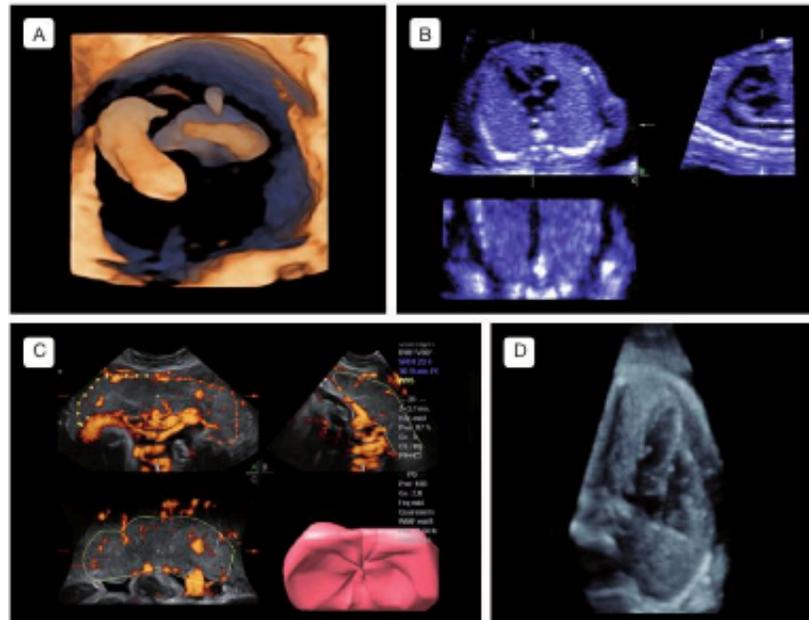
Modos de reconstrucción del ultrasonido volumétrico (3D): (A) superficie; (B) máxima intensidad; (C) multiplanar; (D) modo M obtenido de un volumen cardíaco.
